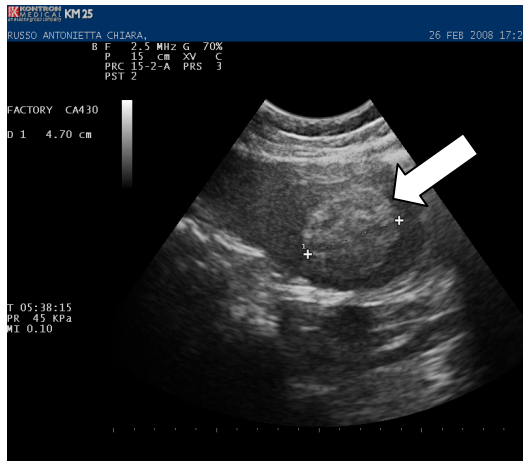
Ecografia B-mode: nodulo splenico iperecogeno a margini ben definiti che misura 4,7 cm di diametro (freccia bianca)
